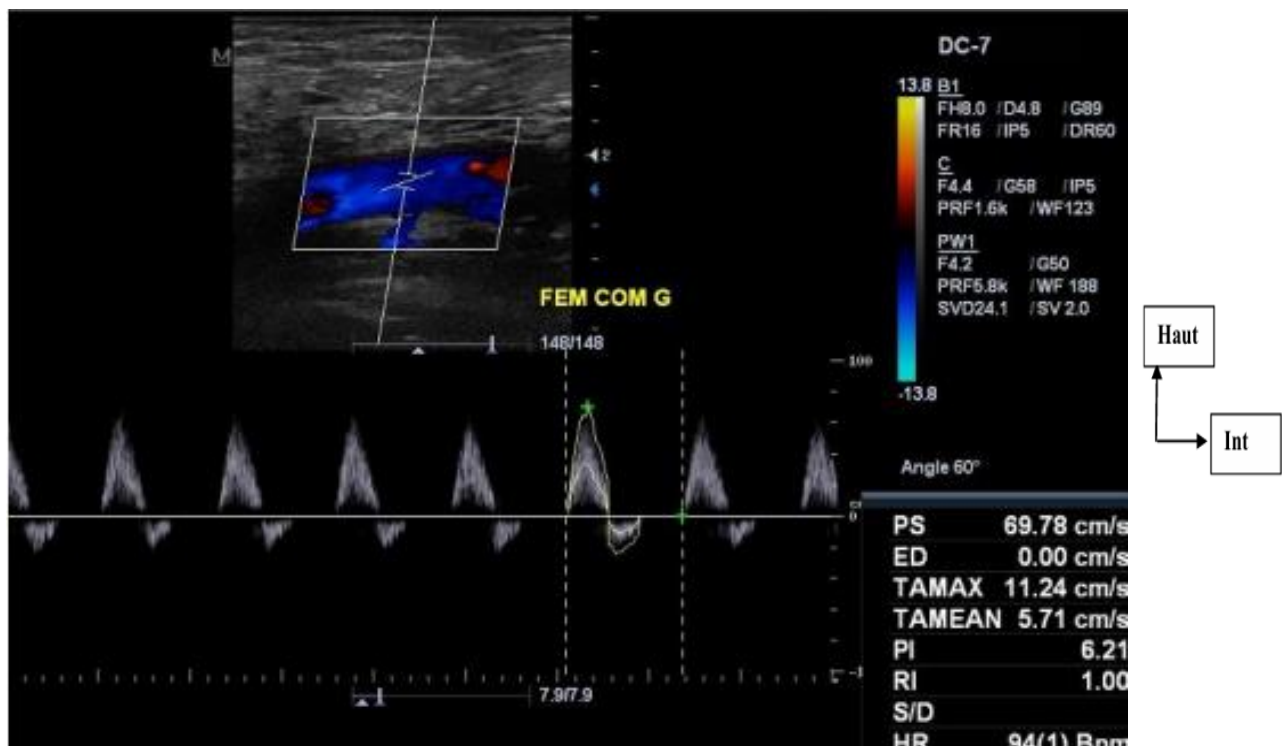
Spectre Doppler d'une sténose non serrée (75%) de l'artère fémorale commune gauche avec une accélération modérée des vitesses systoliques et aliasing[30].
